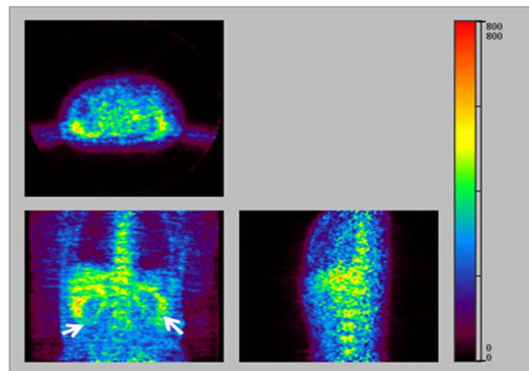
多発性骨髄腫(62歳男性)における BF227-PET
